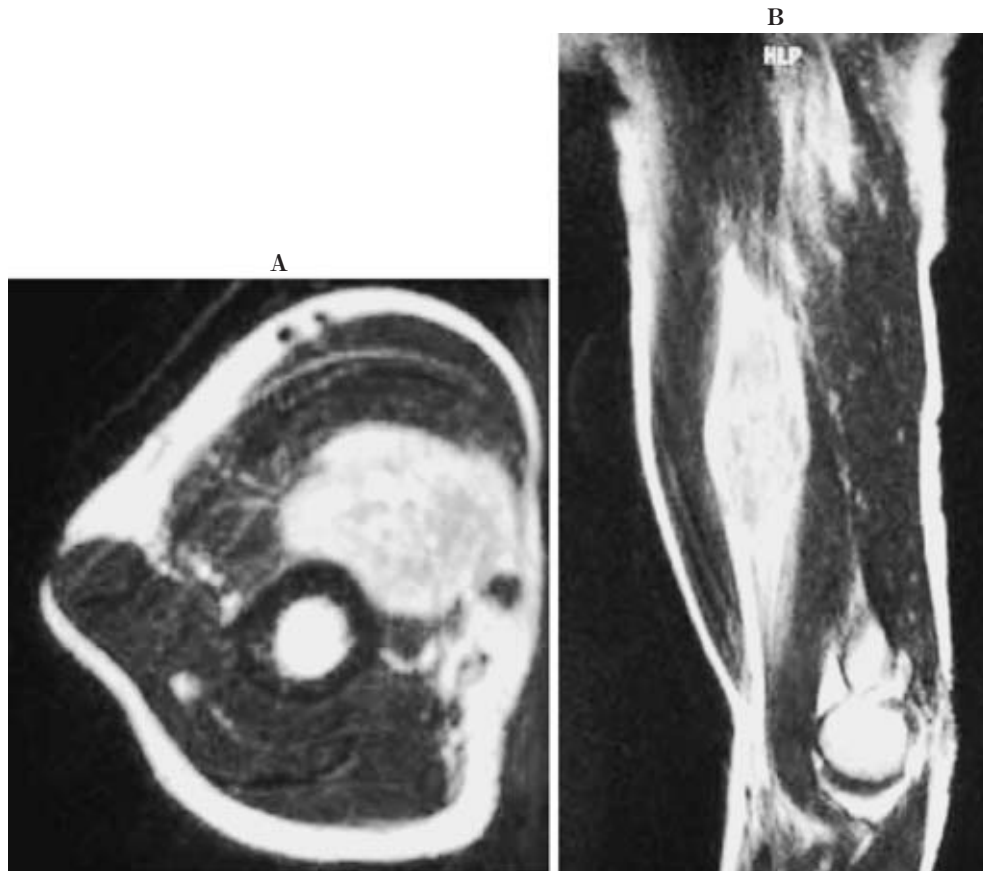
MRI of the biceps muscle of the right arm. A; transverse image, B; sagittal image.
